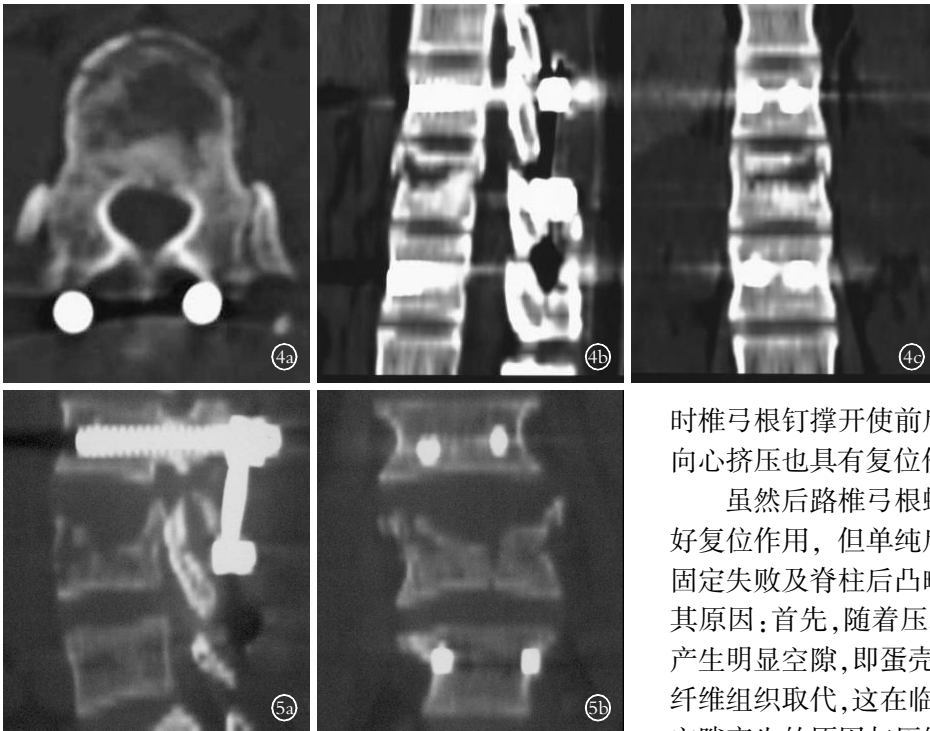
女,33 岁, T₁₂ 爆裂骨折单纯后路椎弓根钉固定术(未行椎体成形术) 4a.术后 CT 扫描 4b,4c.CT 矢状位重建和冠状位重建可见明显的椎体内空隙
